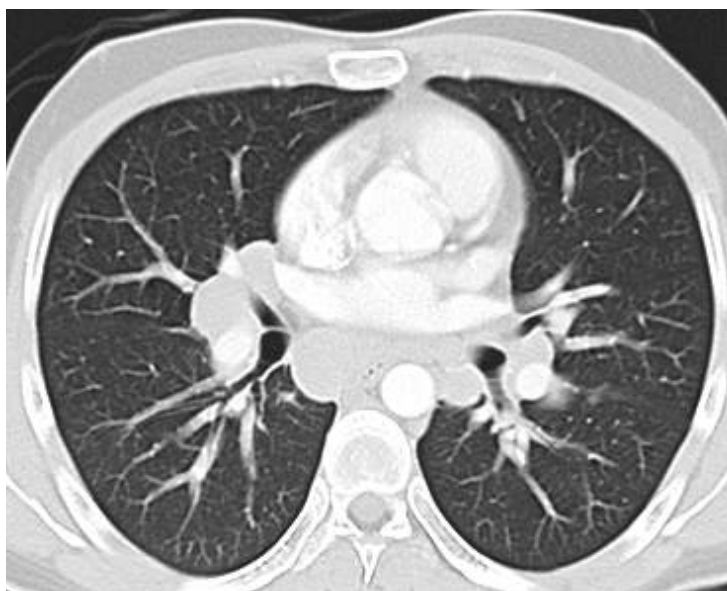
Tomografía de alta resolución de tórax contrastada, ventana para pulmón. Ensanchamiento mediastinal por adenopatías parahiliares aisladas, parénquima pulmonar sin alteraciones. (Estadío I)
